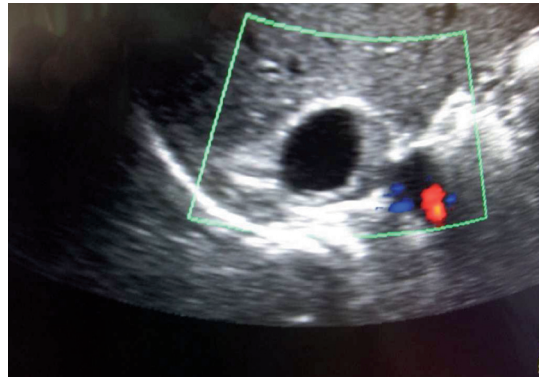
Eco-doppler: masa incidental quística con ausencia de vascularización en comparación con la vascularización normal del polo superior renal.
